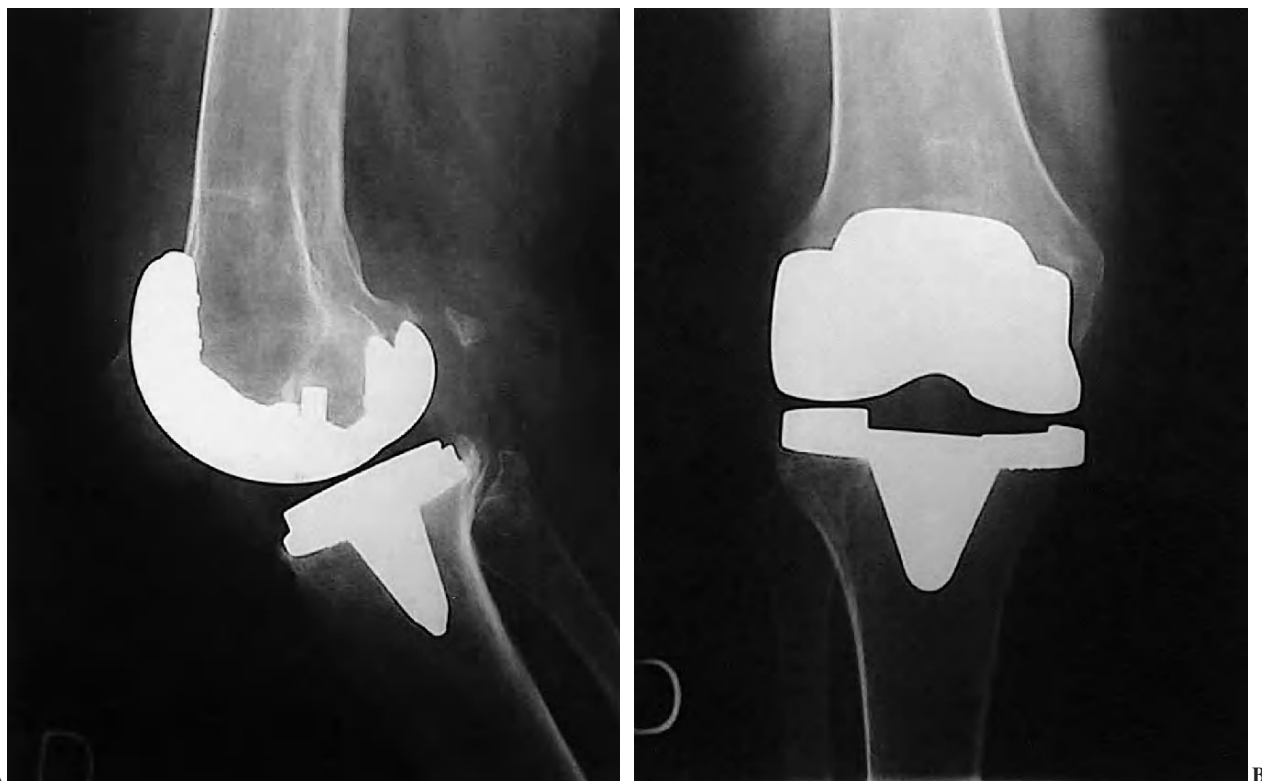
Radiografías anteroposterior y lateral de una artroplastia de 10 años de evolución, con buen resultado clínico y radiológico.
